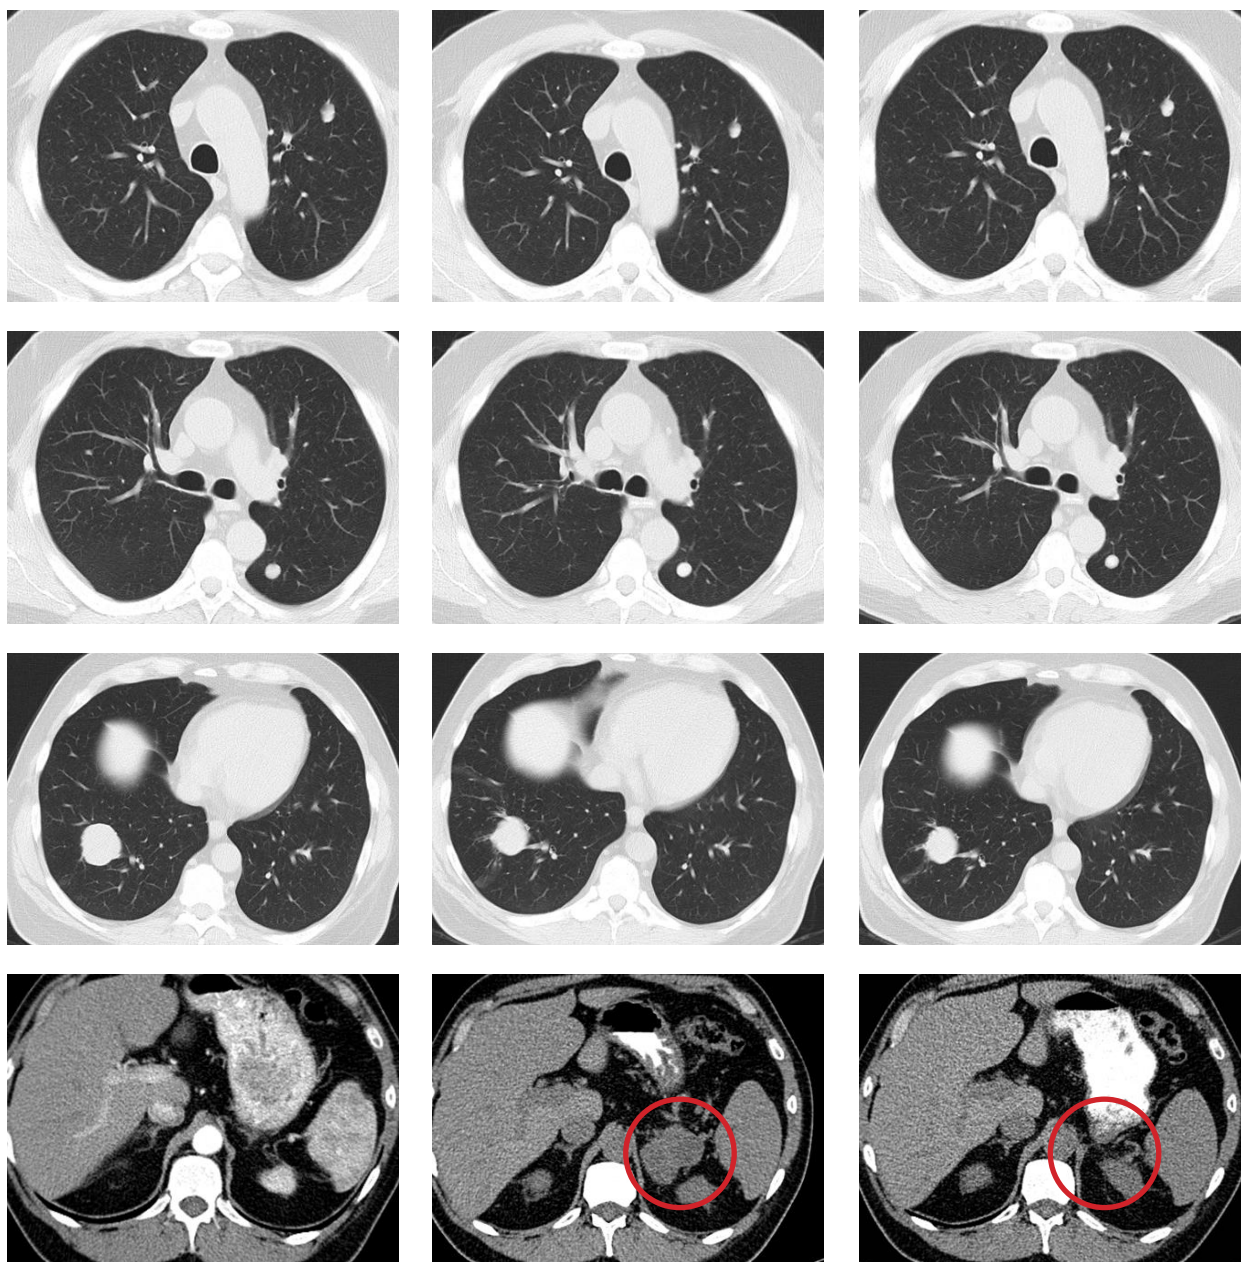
Метастазы в легкие и левый надпочечник, левый столбец – оценка до начала лечения ниволумабом (КТ август 2015 г.), средний столбец – через 2 года от начала лечения (КТ ноябрь 2017 г.), правый столбец – оценка после неполного циторедуктивного хирургического лечения (КТ февраль 2018 г.).
